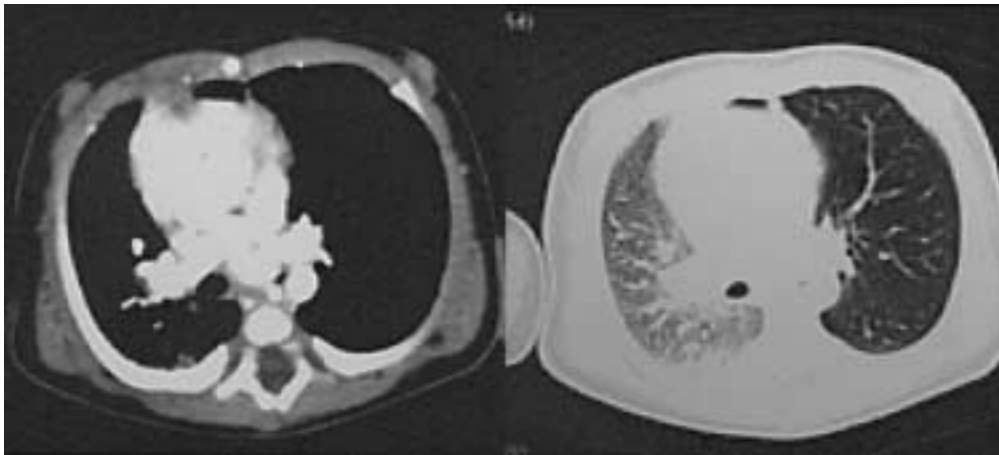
Computed tomography scan shows left main bronchial compression caused by dilatation of PDA, demonstrating no difference in diameter between the two pulmonary arteries.
